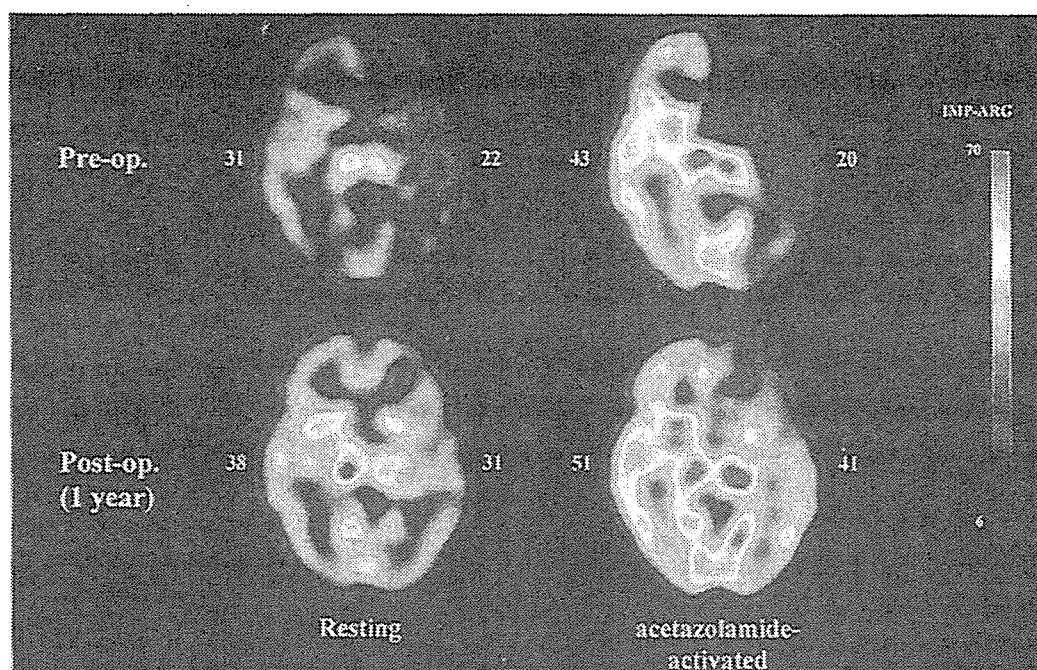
血行力学的脳虚血症例の脳血流 SPECT 定量画像解析
